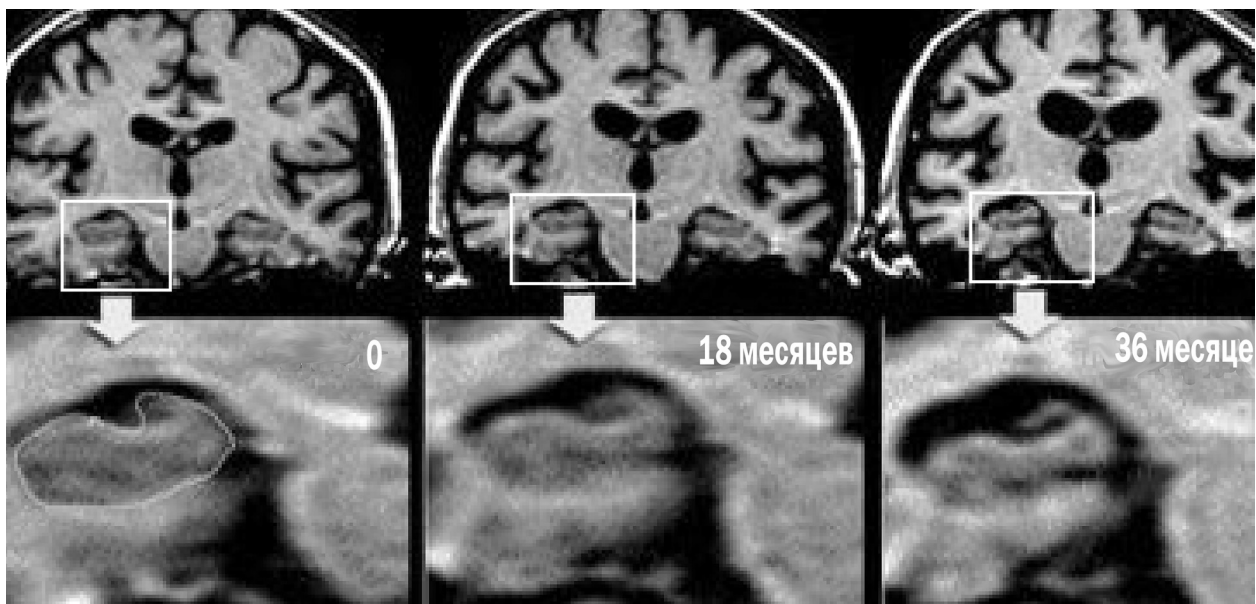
МРТ больного с риском развития БА через 18 и 36 мес
